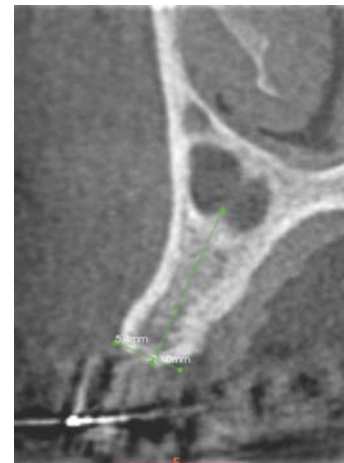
A espessura óssea e a altura óssea disponíveis, medidas pela tomografia, eram de 5,4 mm e 13 mm, respectivamente.
